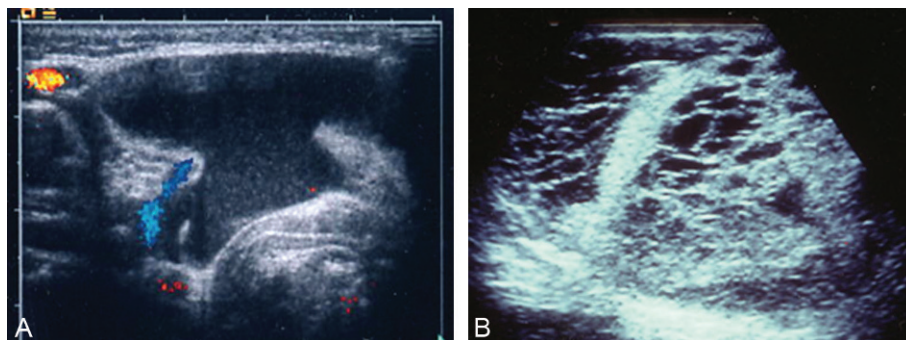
Lymphangiome macrokystique (A) et microkystique (B) en échographie.
